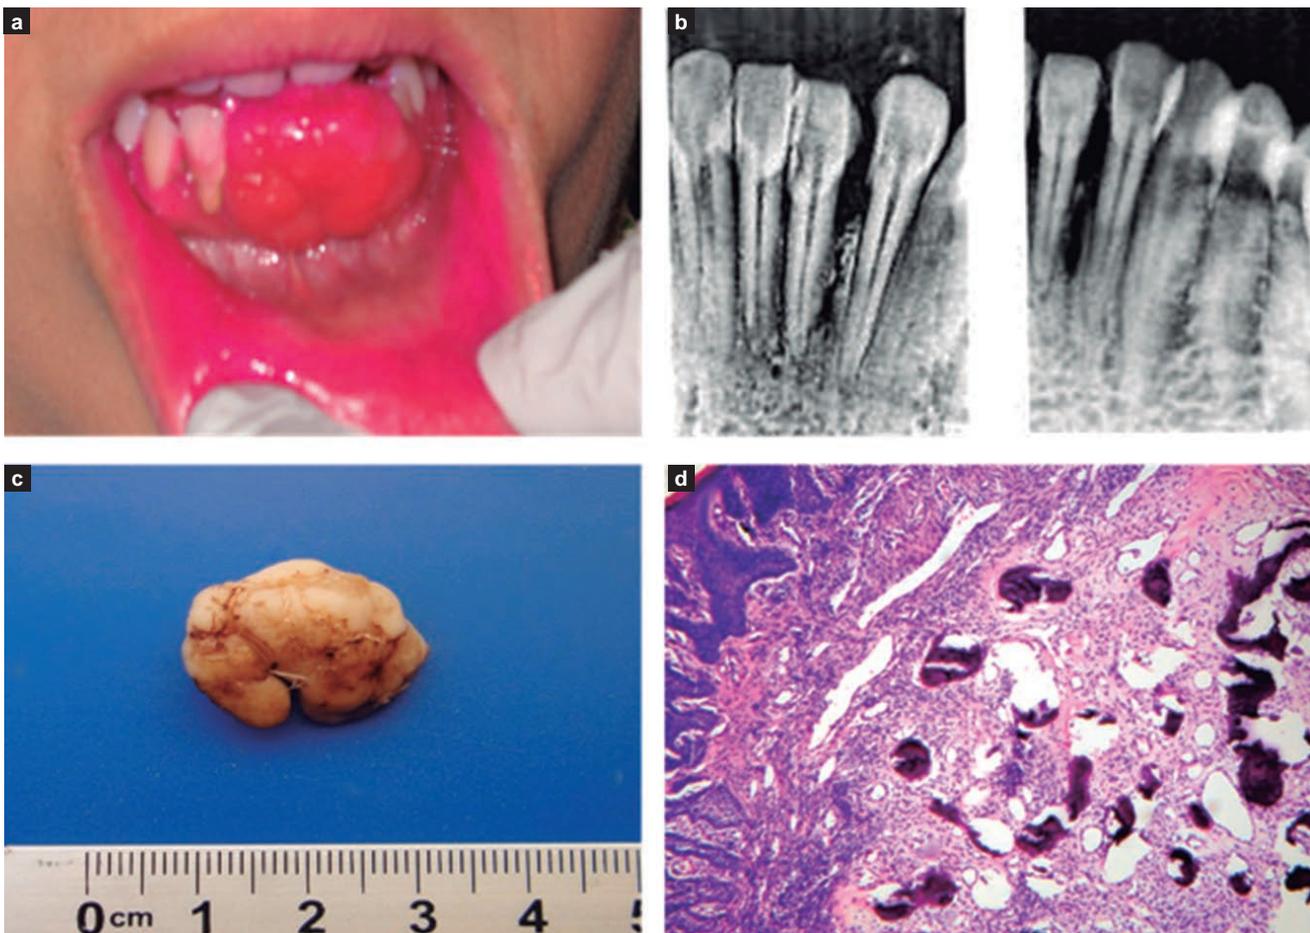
A. Aumento de volumen mucosa de la encía, B. Radiografía de incisivos, pérdida ligera de cresta ósea, C. Pieza extirpada para análisis patológico, D. Corte histológico hematoxilina y eosina
